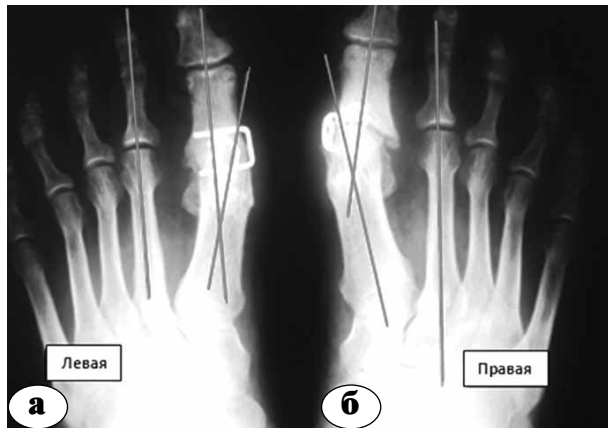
Рентгенограммы стоп после двухстороннего артродеза через 1 месяц после операции, отображены оси M1, M2, P1: а – артродез состоялся, оси P1 и M2 параллельны; б – латерализация 1 пальца привела к миграции металлоконтрукции и утрате стабильности фиксации
